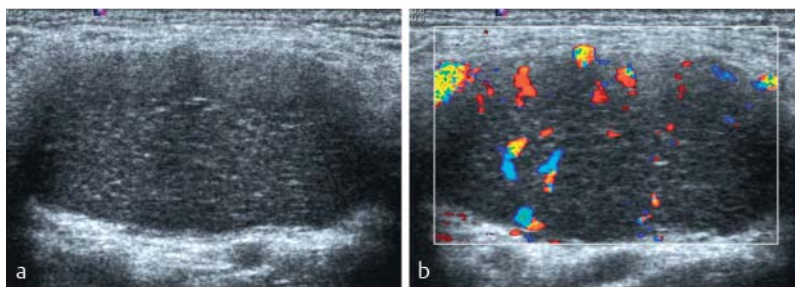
Unilocular manifestation of Castleman disease with a left-sided supraclavicular location in a 24-year-old male patient. a shows a longitudinal section of the significantly enlarged lymph node (short-axis diameter of 21 mm) with lack of sonographic lymph node architecture. The internal structure is relatively homogeneous with a speckled internal structure as often seen in malignant lymphomas. b shows the color Doppler sonographic image of the lymph node (7.3 MHz, 900 PRF, 50 WF) with peripherally intensified perfusion and a lack of the normal vascular tree emanating from the hilar region.
